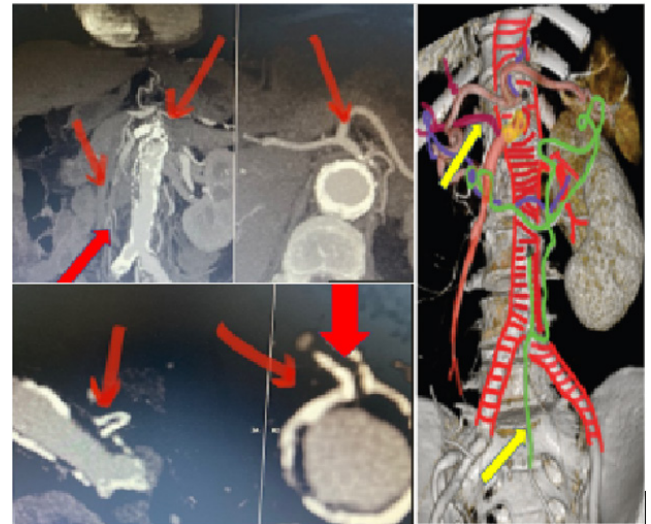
CT cu substanță de contrast și reconstrucția 3D. Prin săgeți sunt reprezentate leziunile arteriale importante menționate în text.
